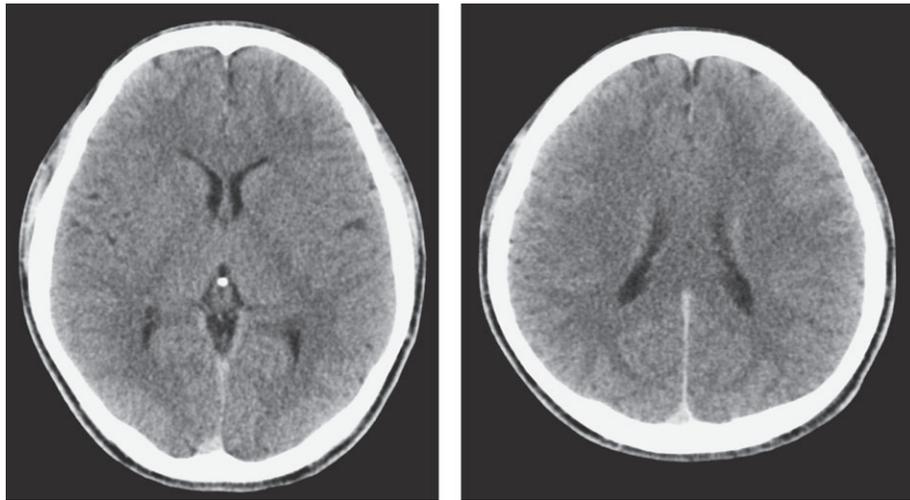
Head CT on admission
